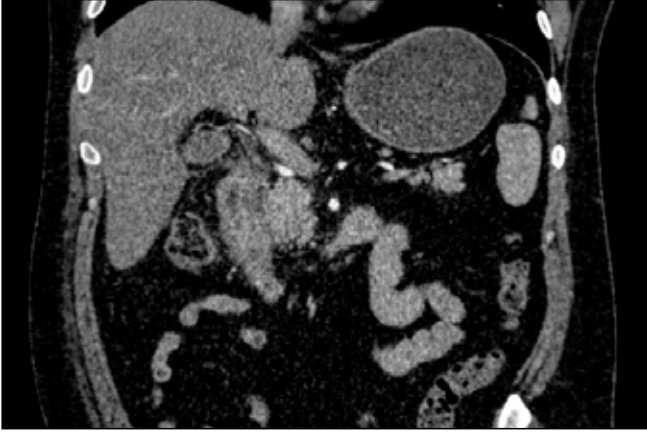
Olgunun 6 ay önceki başvurusundaki Kontrastlı Batın BT aksiyel kesitlerinde akut pankreatit ile uyumlu tipik değişiklikler izlenmektedir.
